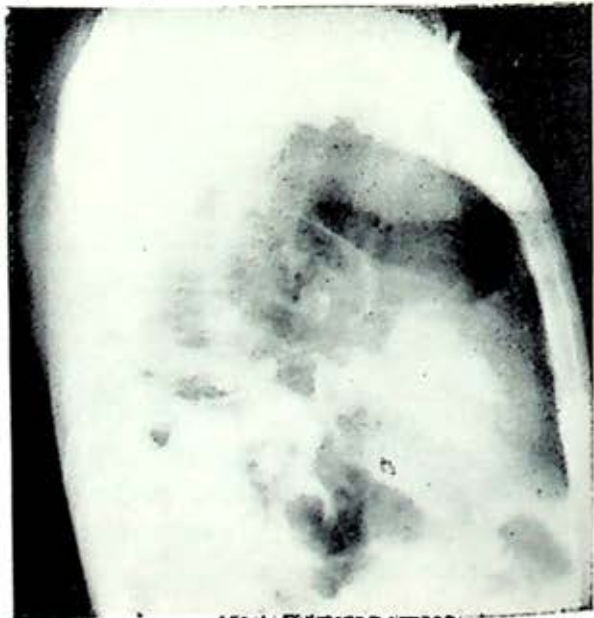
Radiografía postoperatoria, penetrada, donde se aprecia elevación del diafragma izquierdo.
